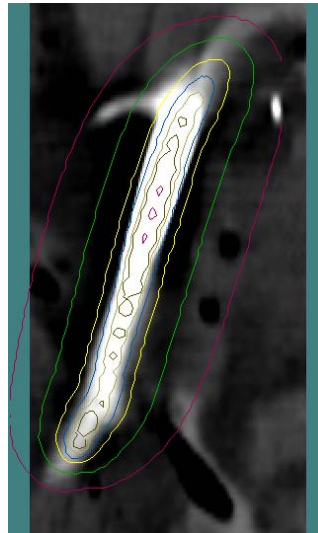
Courbes iso-dose superposées sur un volume image TDM.
